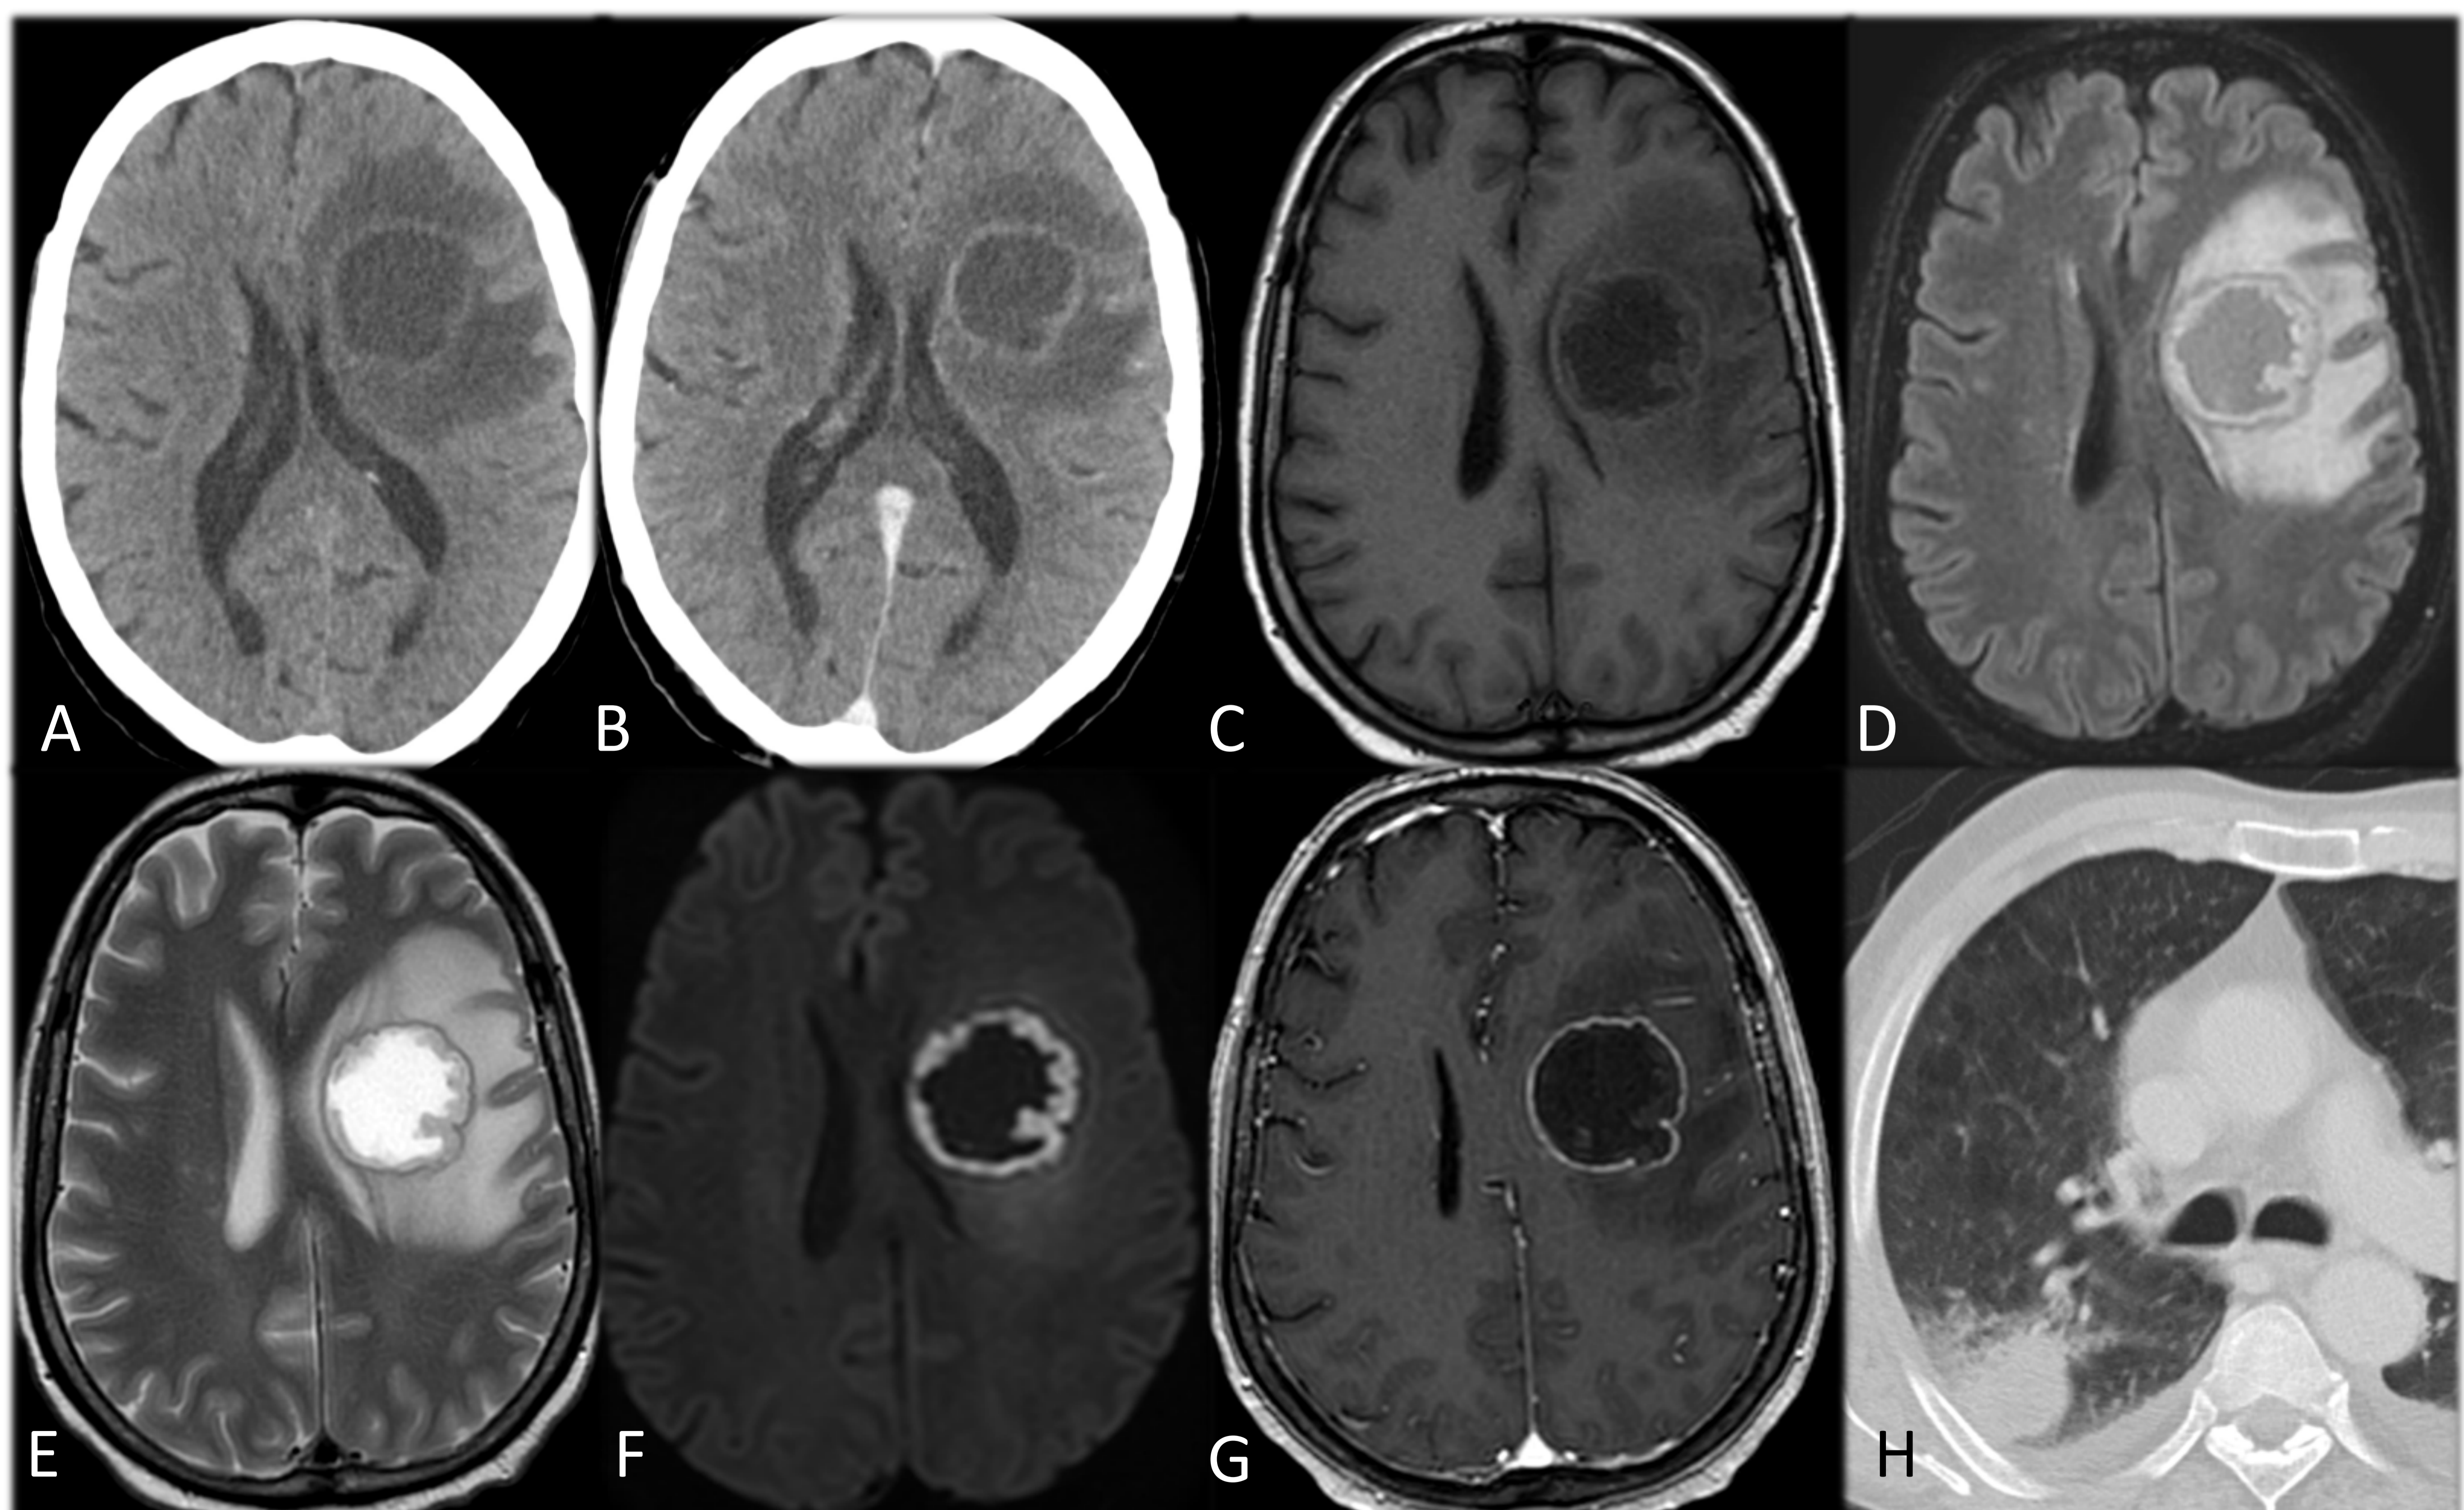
ABSCESO FÚNGICO POR ASPERGILLUS. A: TC basal. B: TC sin CIV. En territorio frontoparietal izquierdo se visualiza lesión hipodensa de contornos lobulados y bien definidos, y captación periférica anular, que asocia marcado edema de sustancia blanca perilesional. C: RM T1. D: RM FLAIR. E: RM T2. F: RM DIFUSIÓN. G: RM T1 CON CIV. Marcada hiperintensidad central en T2, isointensa en FLAIR, con anillo grueso que restringe a la difusión y fino anillo periférico hipointenso en T2 y FLAIR, que no restringe y presenta captación de contraste. H: TC tórax: Bola fúngica.
